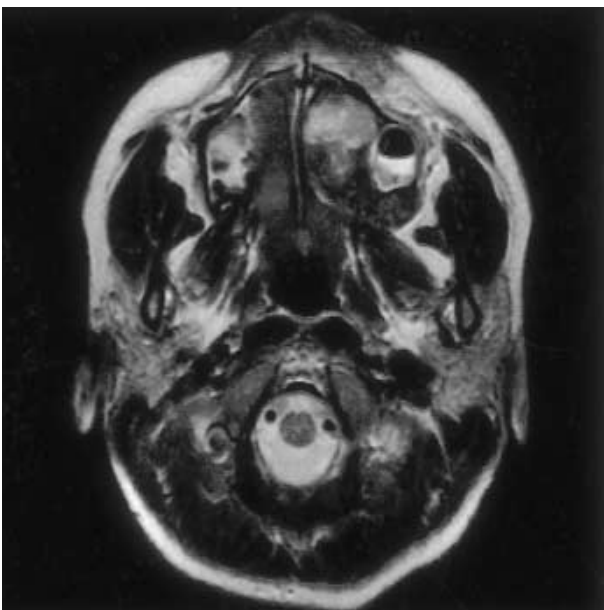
Magnetic resonance imaging revealed a relatively well-demarcated intraosseous mass involving the left palate with inhomogeneous bright signal intensity.
